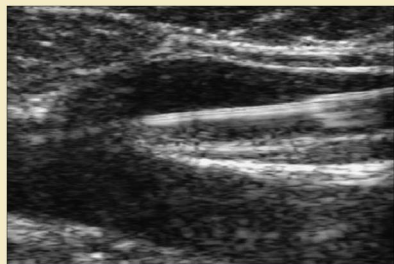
Ecografía longitudinal de la unión safenofemoral durante el posicionamiento de la fibra láser. La fibra y el introductor son extraídos de la vena femoral y posicionados en el interior de la vena safena mayor.
